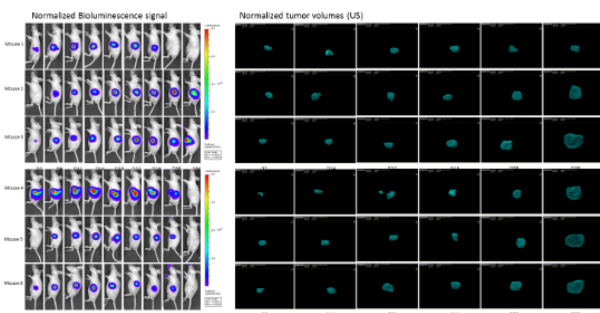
Quelques exemples d'images de bioluminescence (gauche) et d'échographie 3D (droite) obtenues chez 6 souris ayant reçu des cellules MiaPaca2 au niveau du pancréas.
